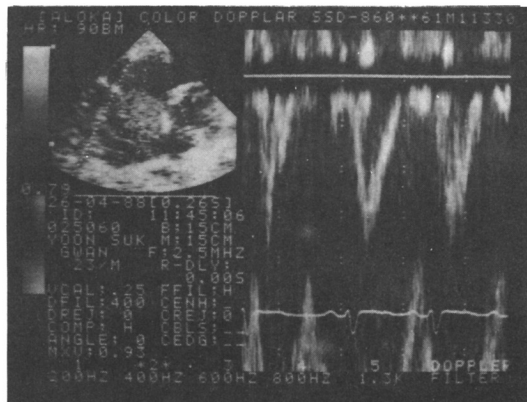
Pulsed Doppler shows the presence of tricuspid insufficiency.
